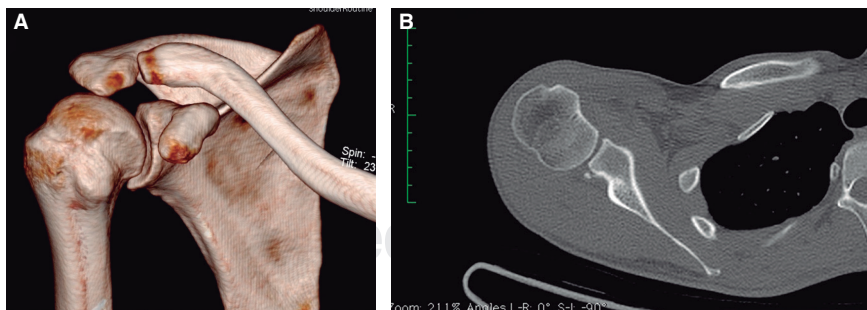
Imagen por tomografía que muestra la lesión de McLaughlin: A) reconstrucción 3-D; B) imagen convencional.
